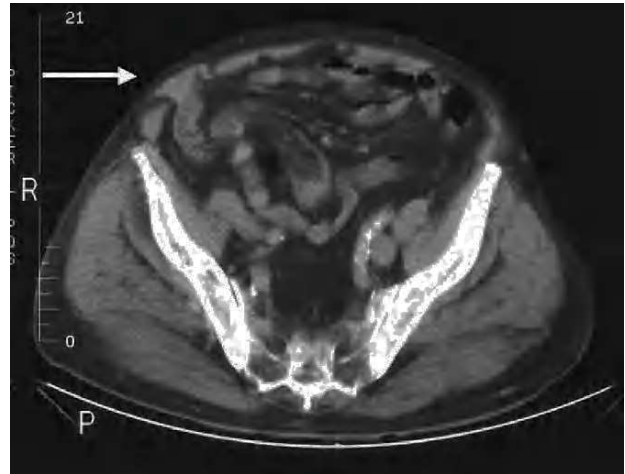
Imagen de tomografía computarizada que muestra una hernia de Spiegel derecha (flecha) por debajo de la aponeurosis del músculo oblicuo mayor por la que protruye epiplón, sin que se aprecien asas en su interior.
